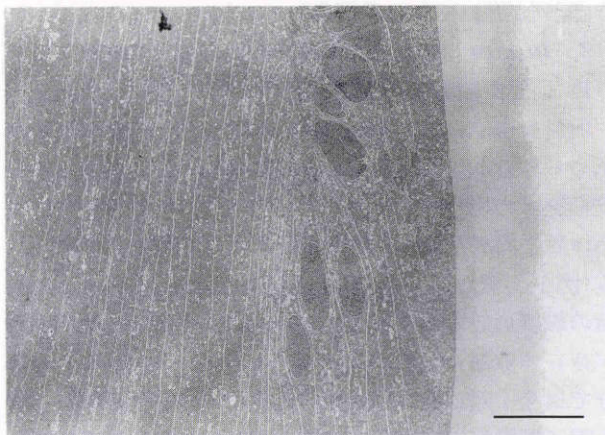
超音波乳化吸引術2週間後,赤道部の電子顕微鏡像。
